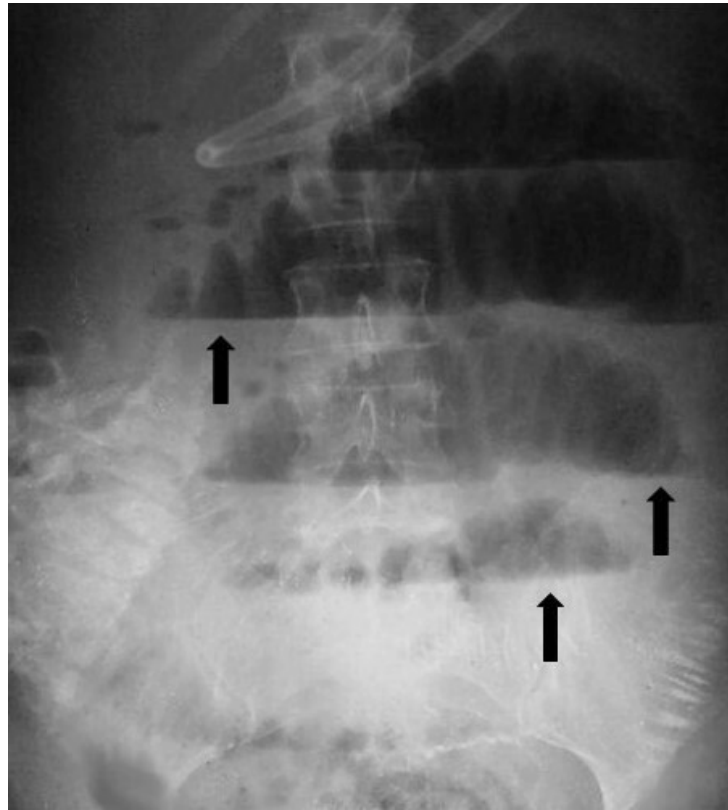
Radiografía simple de abdomen. Las flechas muestran los niveles hidroaéreos centrales en escalera y la distensión de asas intestinales delgadas. Fuente: Elaboración propia de los autores.
